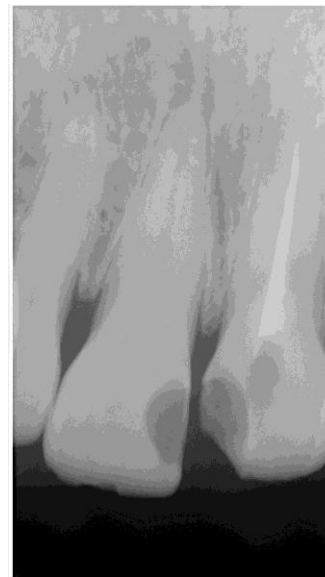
Raio-x periapical dos dentes 11 e 21 após remoção das restaurações e lesões de cárie.
